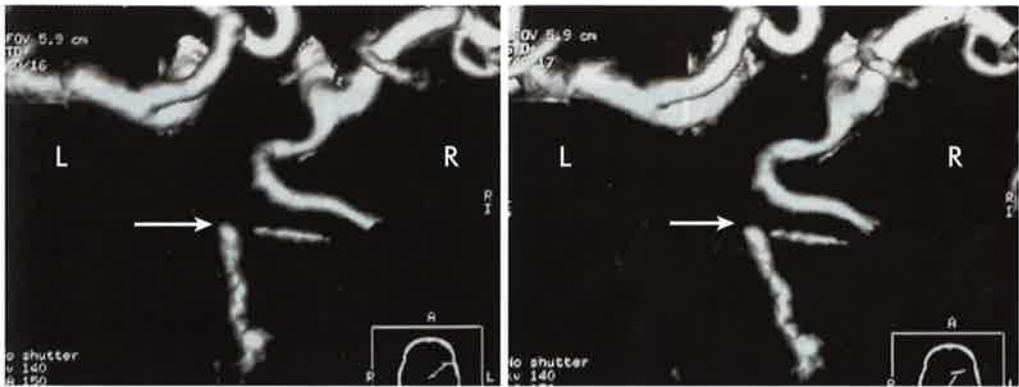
Case 1. CTA on admission demonstrated complete occlusion of the basilar artery (arrows), with the left posterior cerebral artery being perfused via the left posterior communicating artery.
